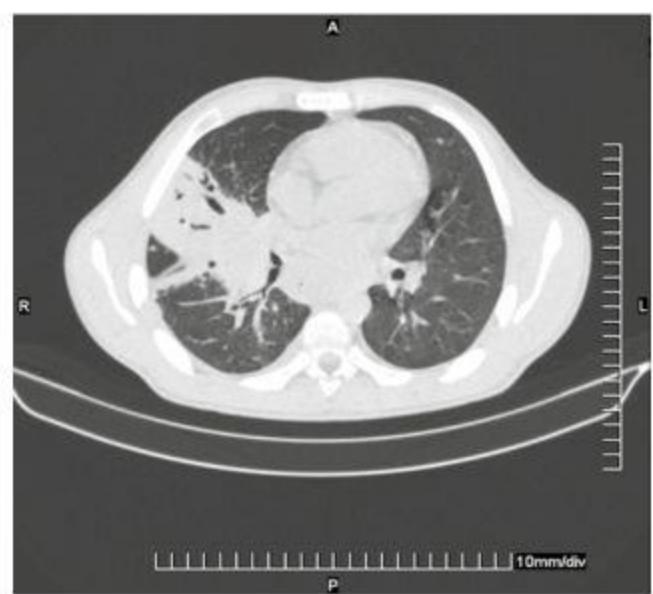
КТ-исследование 06.03.2012 г.
